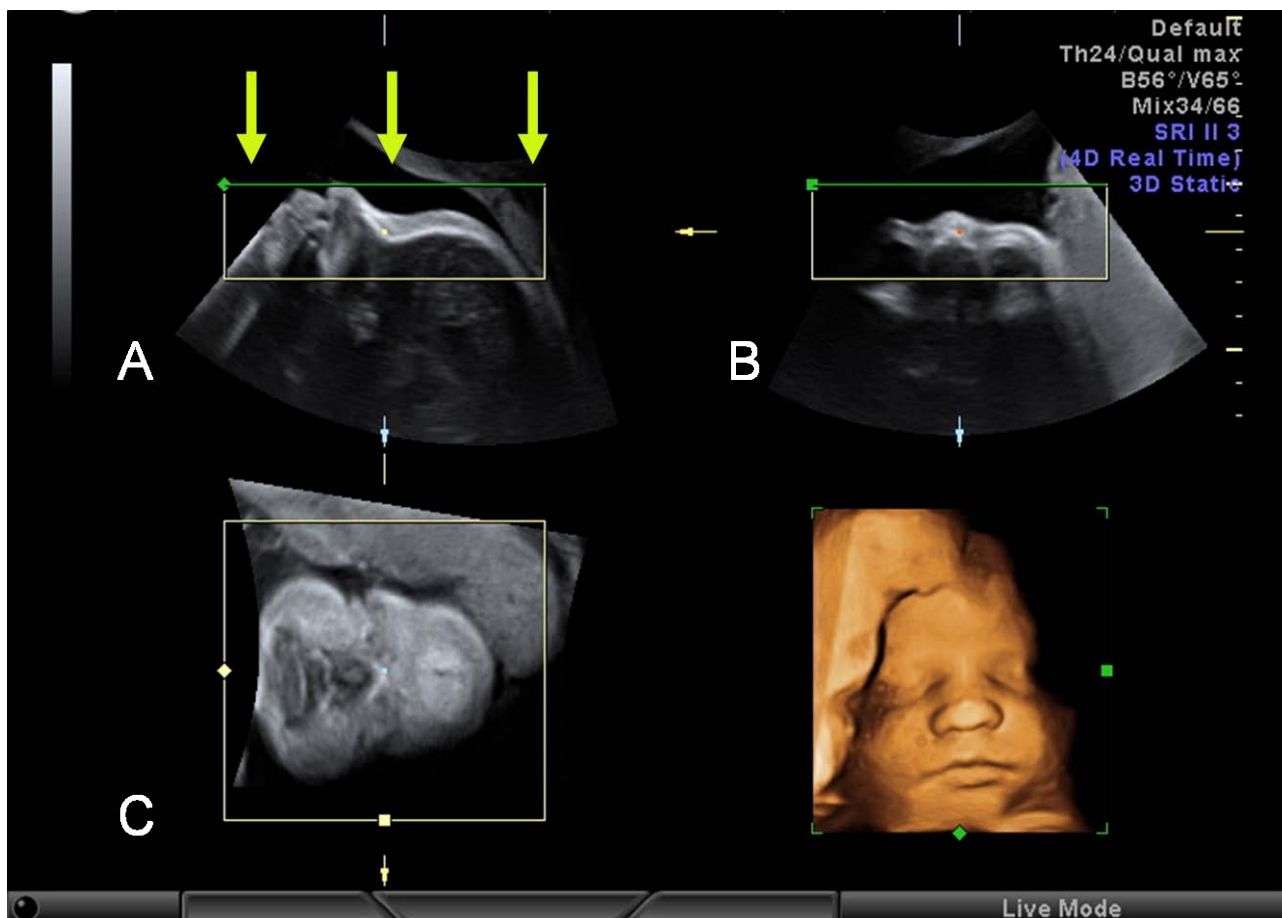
Metodica di acquisizione di un blocco statico tridimensionale del volto fetale mediante ecografia 3D. Si notino i tre piani di sezione: piano di acquisizione (A), piano trasversale (B), piano coronale (C). Nel piano A e B si noti il box che delimita la regione di interesse rappresentata con rendering tridimensionale di superficie nella parte inferiore destra della figura. Il marcatore al centro di ogni piano di sezione indica il punto di intersezione dei tre piani A, B e C e viene utilizzato per analizzare le strutture nelle tre proiezioni, in questo caso è posizionato a livello dell'osso nasale.
